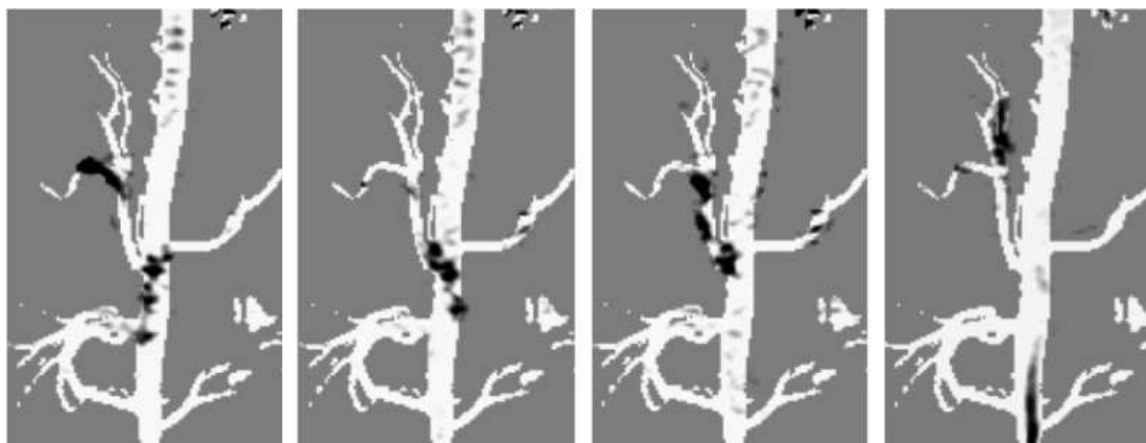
11: Images du placement progressif d'un cathéter guidé sous IRM depuis l'aorte jusqu'à l'artère hépatique gauche en passant par l'artère hépatique commune. Les quatre bagues magnétiques sur le cathéter créent des artefacts noirs [209].
